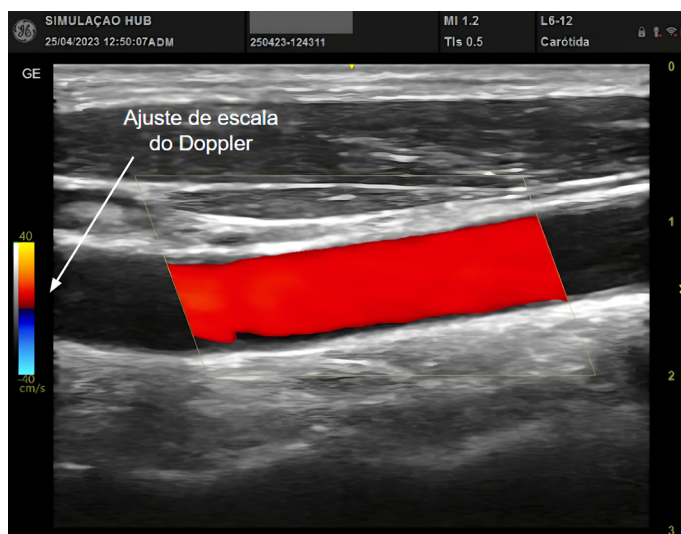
Ajuste da escala de ganho do modo Doppler colorido
